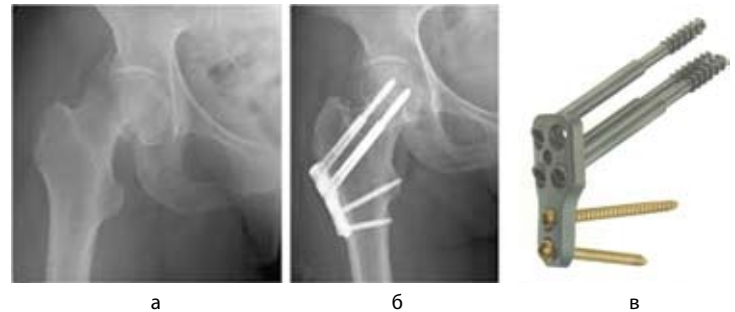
Пациент П., 68 лет: а – рентгенограмма при поступлении; б – рентгенограмма на 1 сутки после остеосинтеза системой Targon FN; в – фиксатор Targon FN
